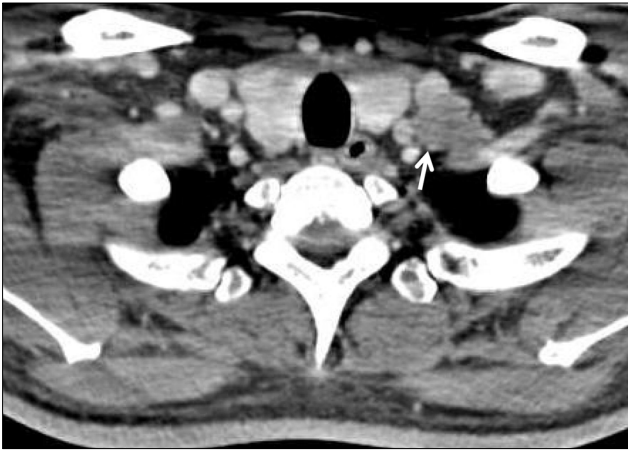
Neck computed tomography showed multiple cervical lymphadenopathy (white arrow).
